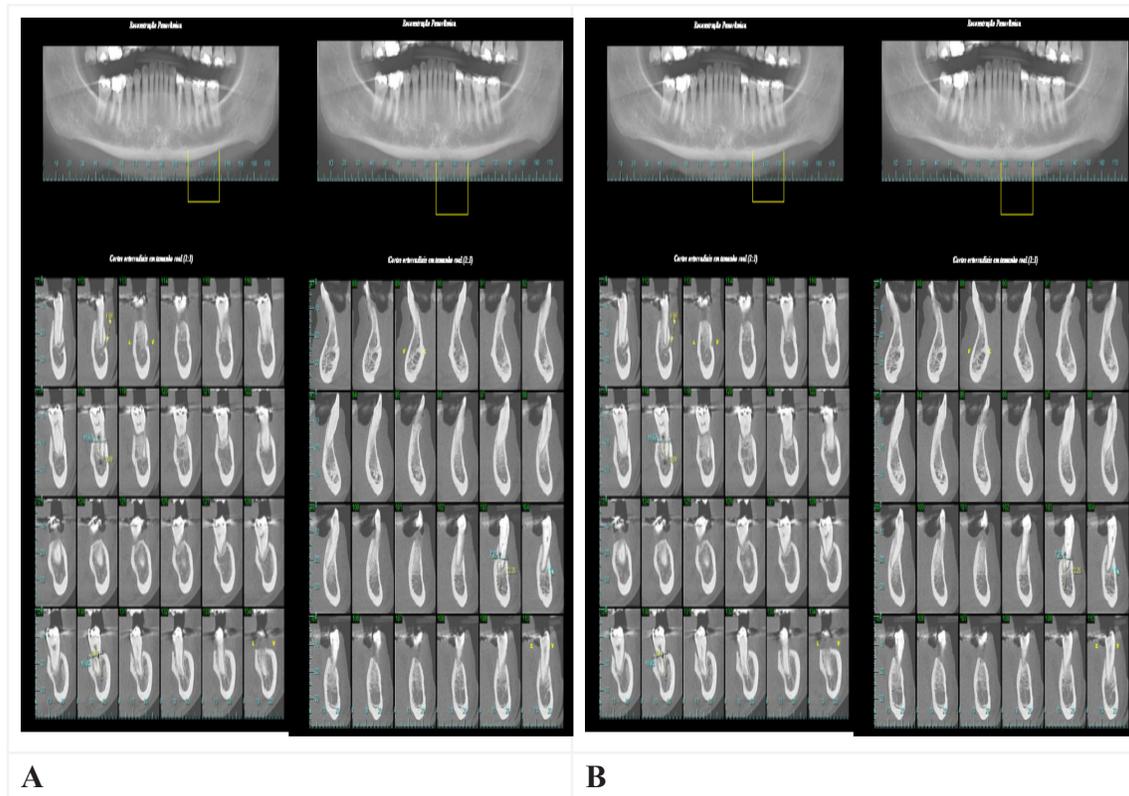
Tomografia computadorizada da região dos dentes 41 a 34 (A) 35 a 37 (B) mostrando rebordo ósseo adelgado, reduzido em altura e espessura, apresentando trabeculado heterogêneo e corticais ósseas preservadas e espessas em mandíbula
